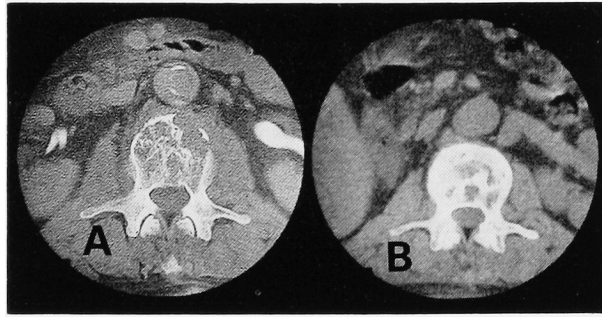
Case ②, A: before treatment. Axial CT image reveals lumbar osteolytic lesion. B: four months after treatment. Osteolytic lesion was changed to ossifying lesion.
